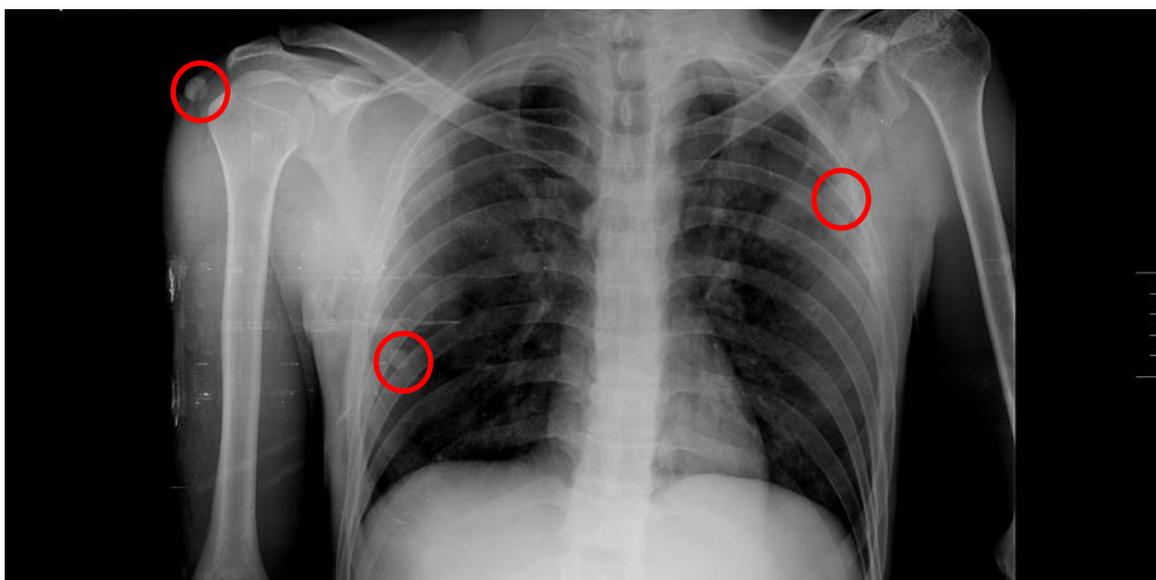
Radiografía de tórax anteroposterior para el caso 5 del área de patología forense. En los círculos rojos se documentan tres proyectiles radiopacos.
